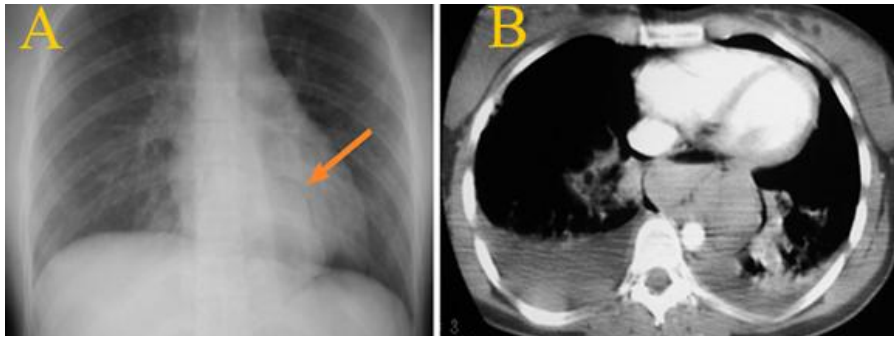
PE espontánea con signo de la W de Maclerio en el Rx y derrame pleural bilateral en el TAC.
